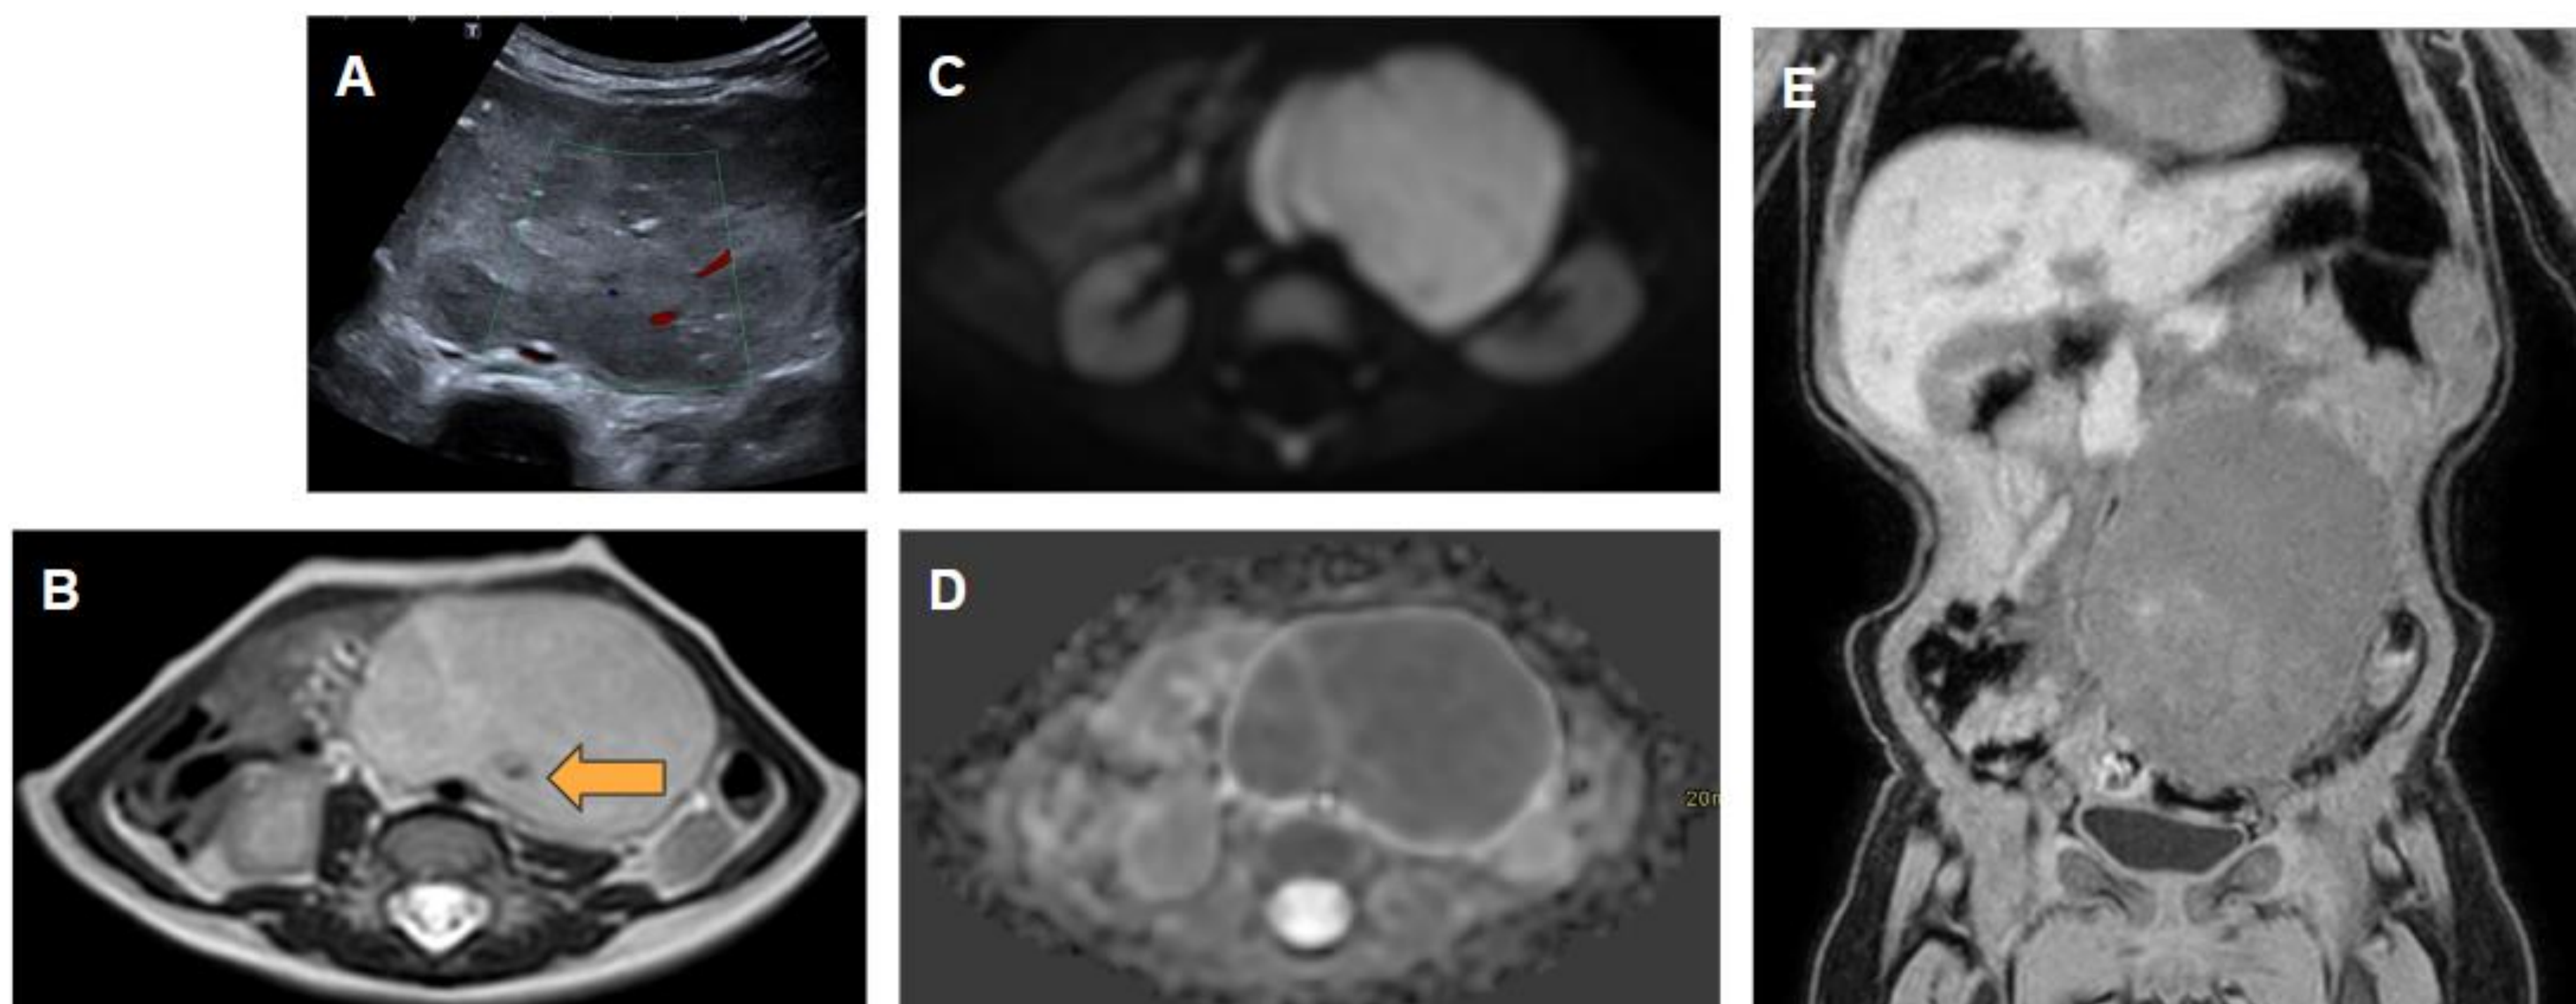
A. Ecografía abdominal identificando gran masa sólida retroperitoneal bien delimitada, heterogénea, con calcificaciones. La lesión contacta y desplaza hacia posterior las estructuras vasculares retroperitoneales y ligeramente el riñón izquierdo. Al doppler presenta vascularización. B, C, D y E. RM abdominal. B. Masa retroperitoneal bien delimitada hiperintensa en T2 que contacta con la aorta y engloba la arteria mesentérica inferior (flecha). C. secuencia DWI y la D una ADC que demuestra la restricción a la difusión. E. DIXON post-contraste se observa como capta contraste de forma homogénea.
